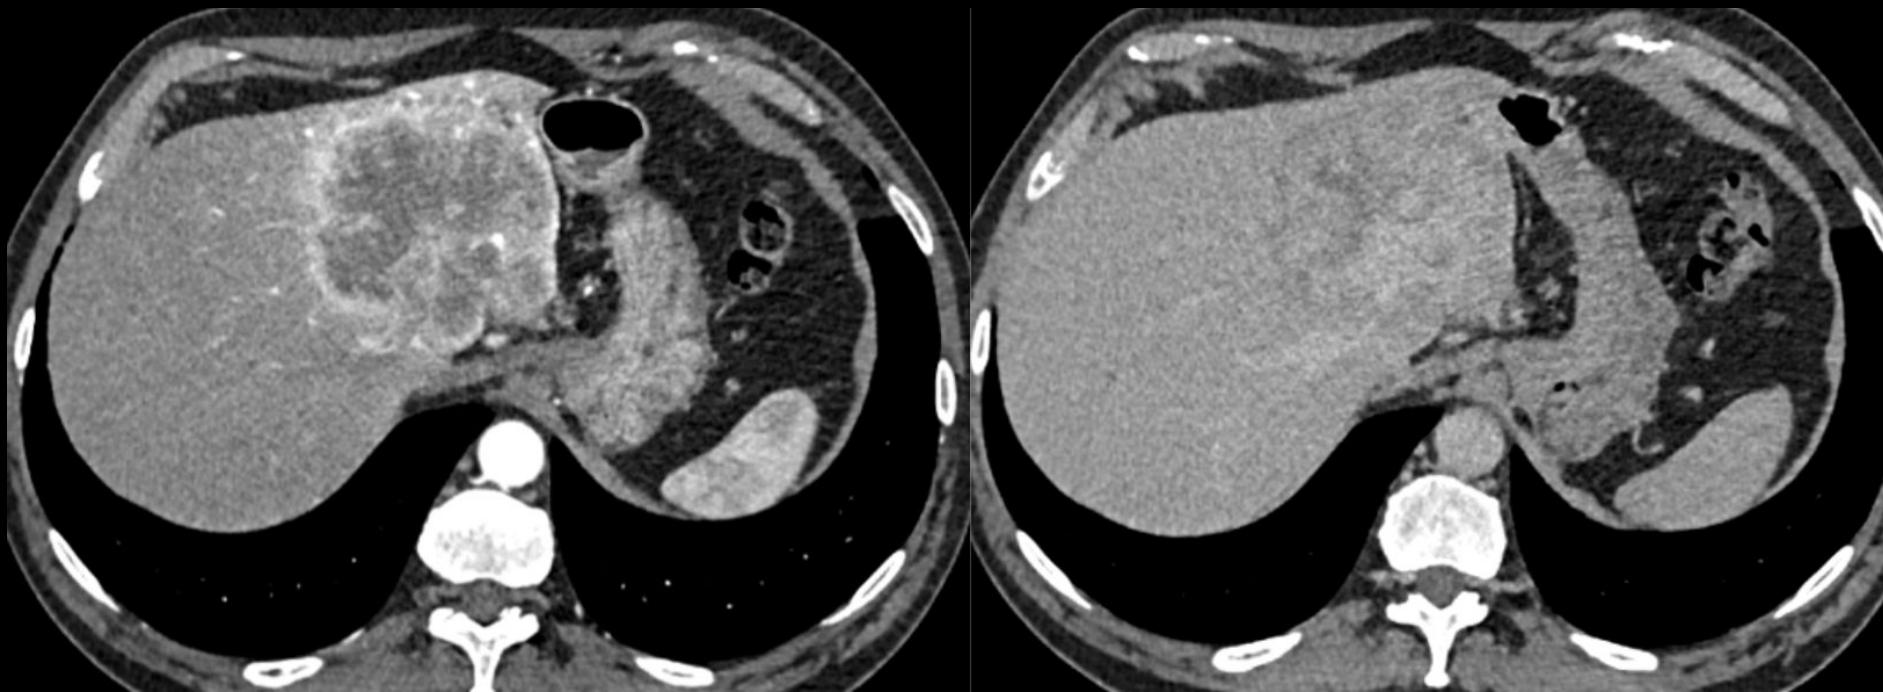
Categoría LR-M: tumor maligno no CHC. Patrón lesión en diana (izquierda) y no diana (derecha). TC con contraste en fase arterial (izquierda) con intensa captación periférica de nódulo en lóbulo hepático izquierdo y en fase venosa (derecha) que muestra lavado periférico y realce central. Correspondió a un colangiocarcinoma.
